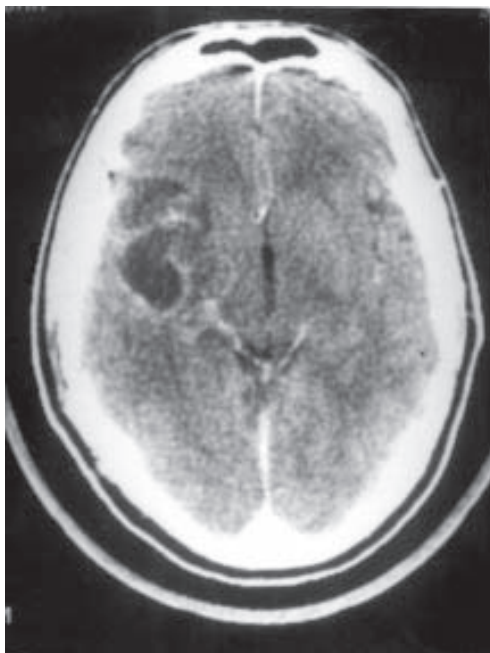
TC de crânio mostrando lesão hipoatenuante subcortical em região temporal esquerda.
